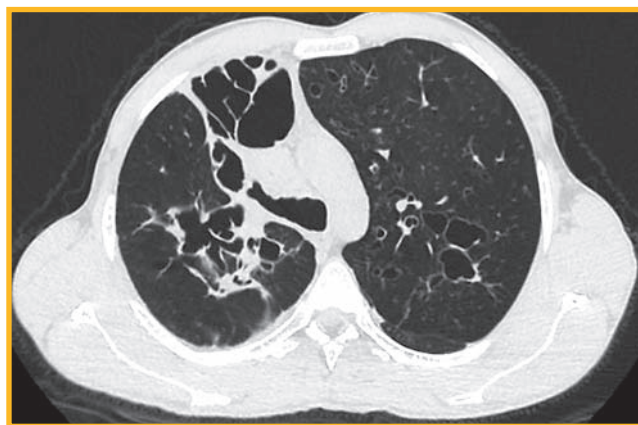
Рентгеновская компьютерная томограмма пациента с муковисцидозом (февраль 2024 г.)
